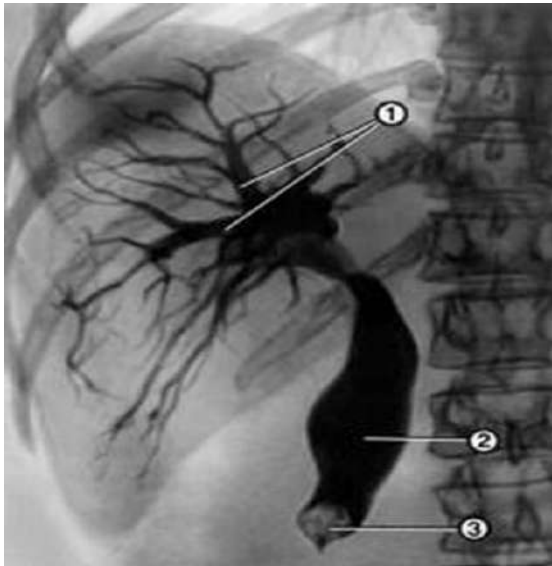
Рентгенограма жовчних проток людини за наявності каменя в кінцевому відділі спільної жовчної протоки та стриктури великого сосочка дванадцятипалої кишки. 1 – права і ліва печінкові жовчні протоки; 2 – ознака «клешні»; 3 – ознака «пера».
